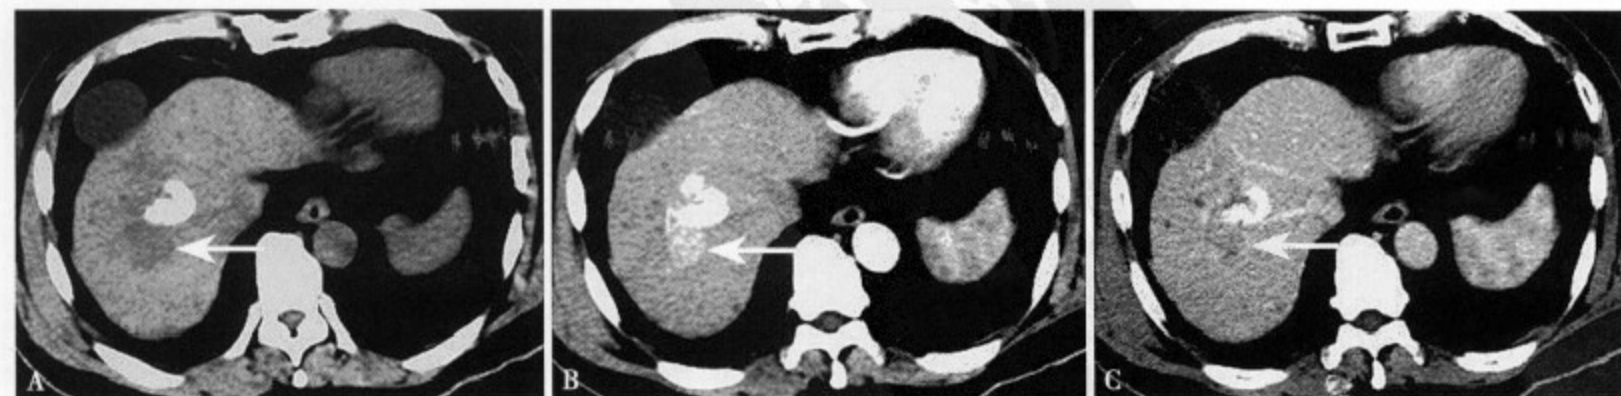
原发性肝癌介入术后。CT 平扫 (A) 显示肝右后叶碘油沉积灶, 其后方类圆形低密度灶; 增强 CT 动脉期 (B) 低密度灶呈中等以上的强化, 静脉期 (C) 强化不明显
